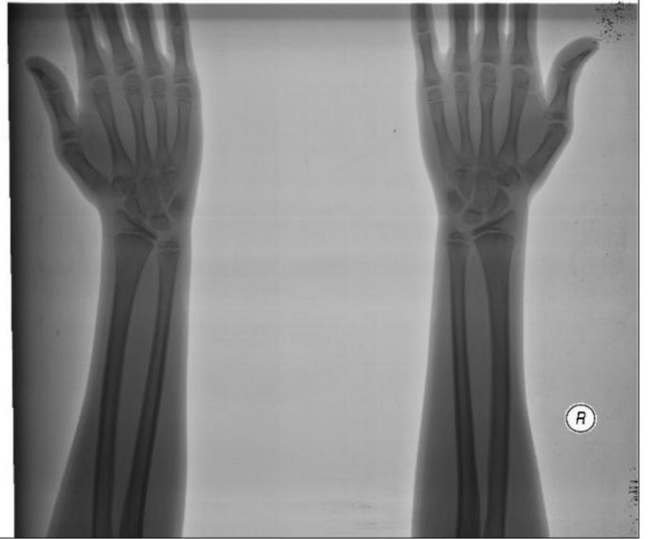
Mukayeseli ön-arka el bilek grafisi
